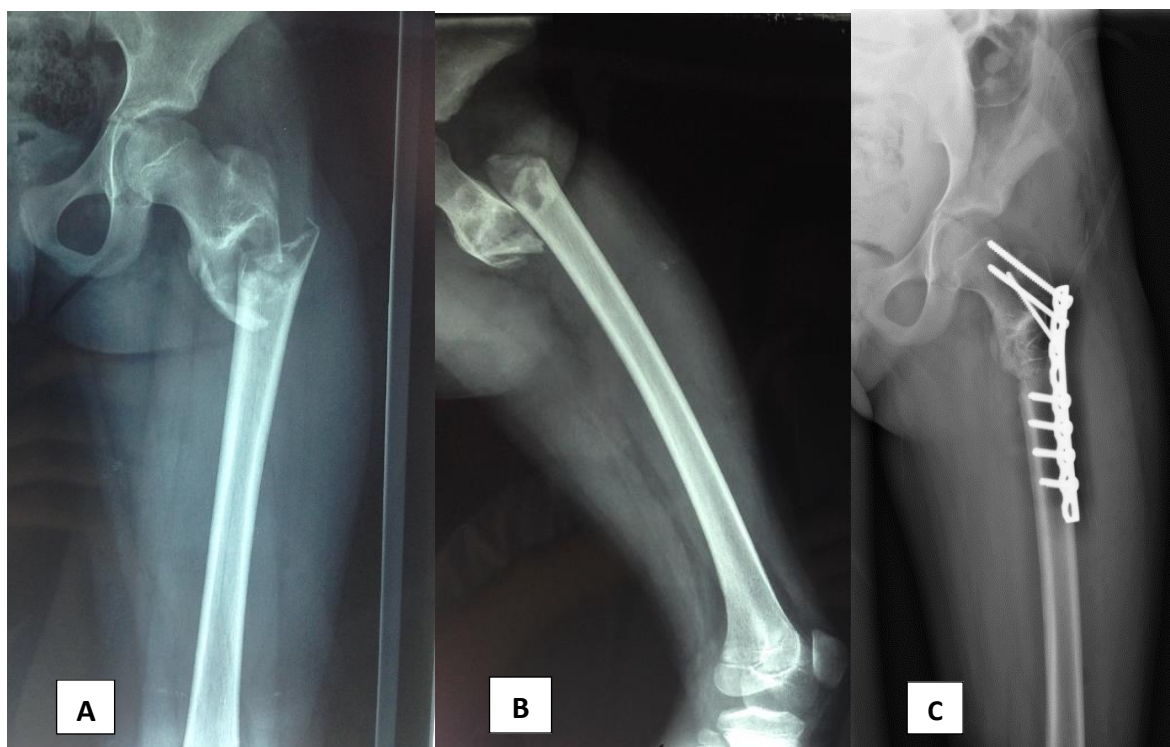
Radiographie standard face (A) et profil (B) du fémur gauche chez une patiente âgée de 9 ans (cas n° 28), montrant une fracture métaphysaire sur kyste osseux anévrisimal, traitée par curetage, greffe et ostéosynthèse par plaque vissée (C).
